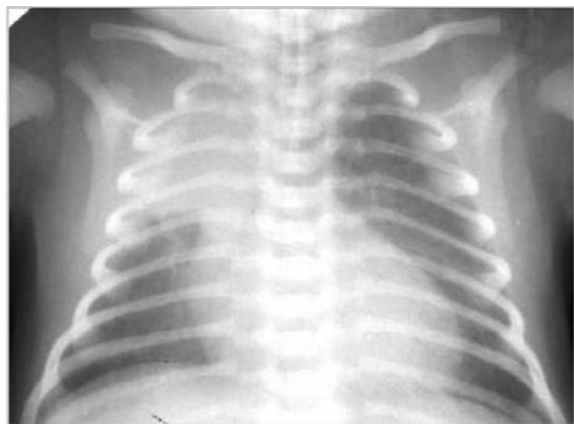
Хворий Р., 3 доби. Рентгенологічні ознаки важкого ступеня аспіраційного синдрому
